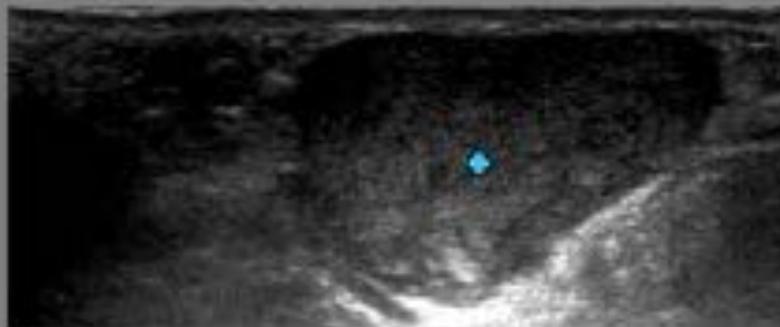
Tumor de células gigantes de la vaina tendinosa: masa bien definida asociada íntimamente al tendón flexor del dedo, en la cara palmar de 2ª falange del cuarto dedo. RM (a) sag-T1, lesión hipointensa en relación con el músculo (b) sag -T2 supresión grasa muestra intensidad de señal heterogénea con focos de baja señal . (c) plano axial T1 stir- gado presenta intenso realce. (d) en Eco lesión sólida lobulada hipoecogénica en íntimo contacto con tendón flexor.
